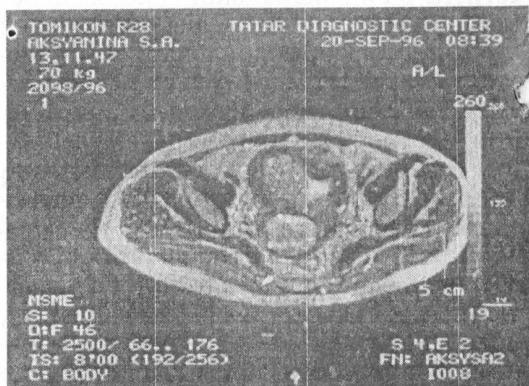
МР-томограмма больной А.С. Миома матки с явлениями отека в узле. Аксиальное Т₂-ВИ.
